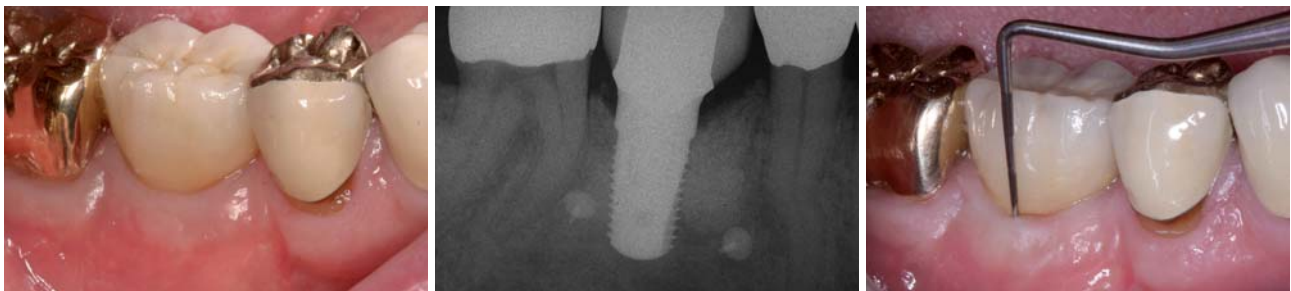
Vier Jahre nach dem Einsetzen zeigen sich klinisch ein stabiles periimplantäres Ergebnis und eine reizlose, befestigte Gingiva. – Abb. 27: Die röntgenologische Nachuntersuchung vier Jahre nach dem Einsetzen zeigt die deutliche Stabilität des periimplantären Gewebes (vgl. Abb. 26). – Abb. 28: Die gemessene Taschentiefe beträgt vier Jahre nach dem Einsetzen bukkal im Bereich des Defekts 2 mm.
